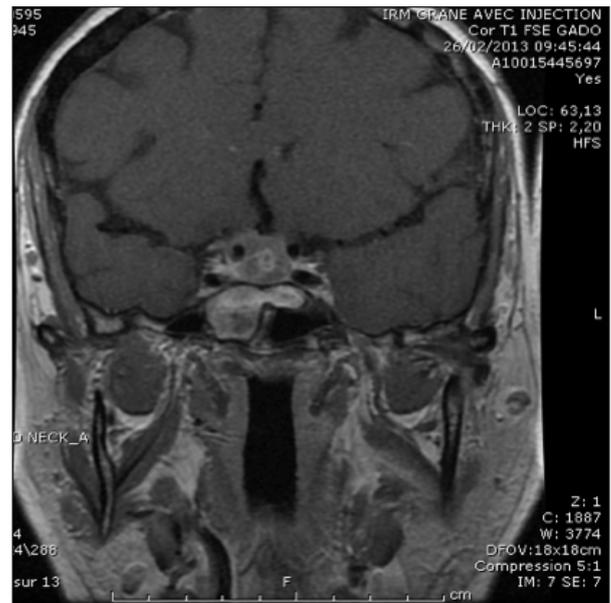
IRM cérébrale avec injection de gadolinium en séquence T1 : coupe coronale passant par l'hypophyse.
